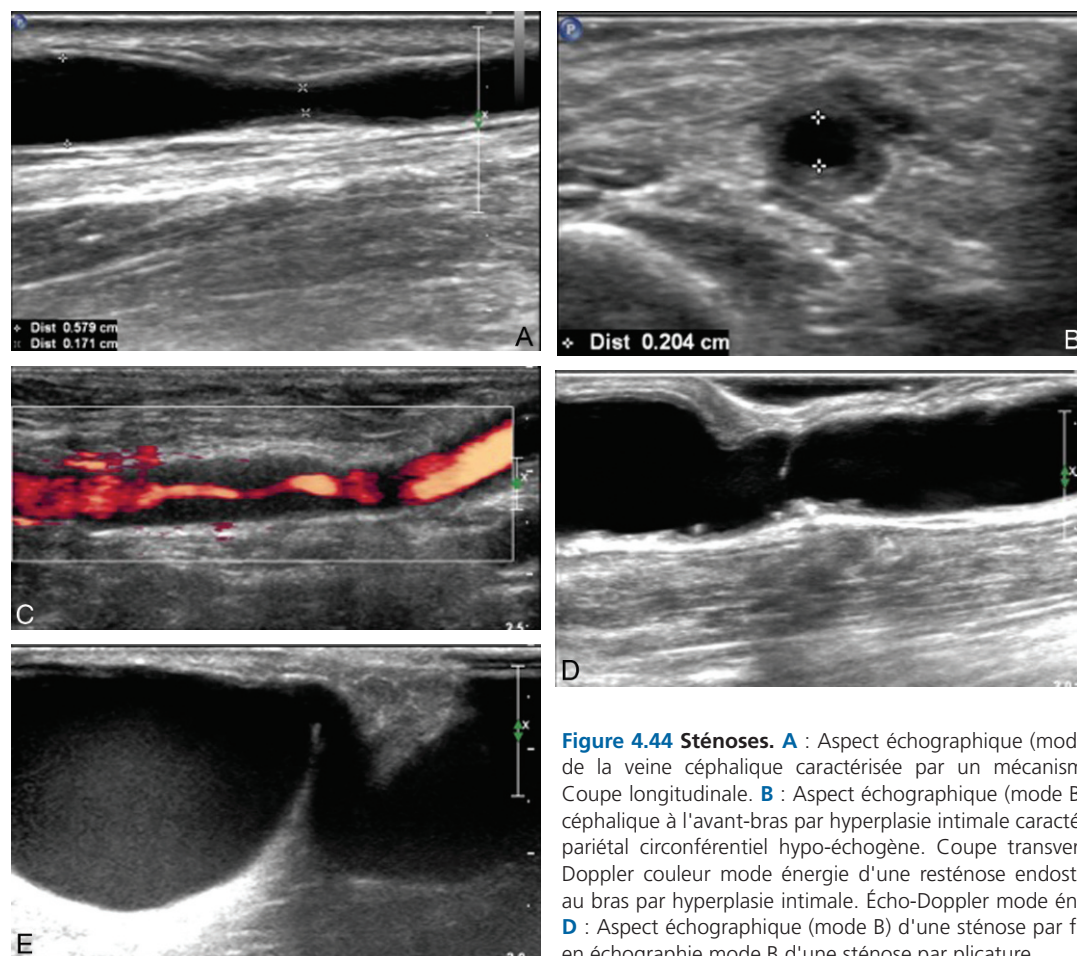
Sténoses. A : Aspect échographique (mode B) d'une sténose fibreuse de la veine céphalique caractérisée par un mécanisme de rétraction pariétale. Coupe longitudinale. B : Aspect échographique (mode B) d'une sténose de la veine céphalique à l'avant-bras par hyperplasie intimale caractérisée par un épaississement pariétal circonférentiel hypo-échogène. Coupe transversale. C : Aspect en écho-Doppler couleur mode énergie d'une resténose endostent de la veine céphalique au bras par hyperplasie intimale. Écho-Doppler mode énergie. Coupe longitudinale. D : Aspect échographique (mode B) d'une sténose par fibrose valvulaire. E : Aspect en échographie mode B d'une sténose par plicature.
